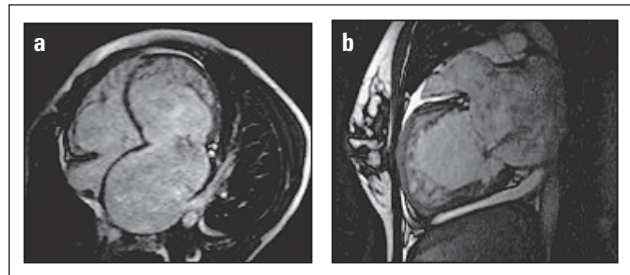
Gradientenechosequenz in (a) axialer und (b) parasagittaler Schichtführung: non-compaction CMP, die in der Echokardiographie als apikale Hypertrophie imponiert.
